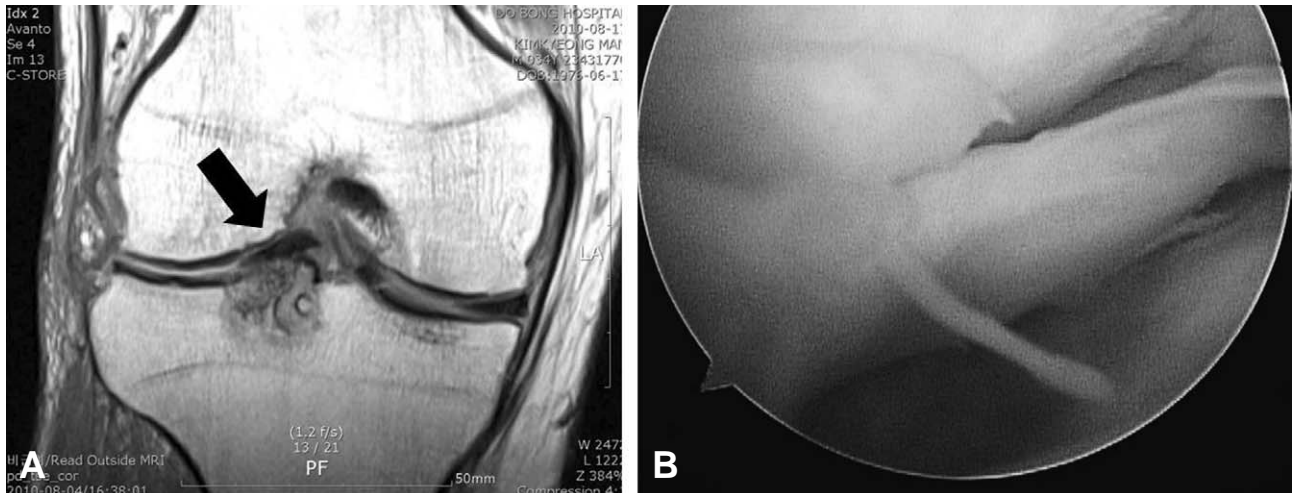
A bucket handle meniscal tear lateral meniscus was showed (A) in mid-coronal view of postoperative magnetic resonance imaging in a right knee (black arrow), and (B) in Arthroscopy.
